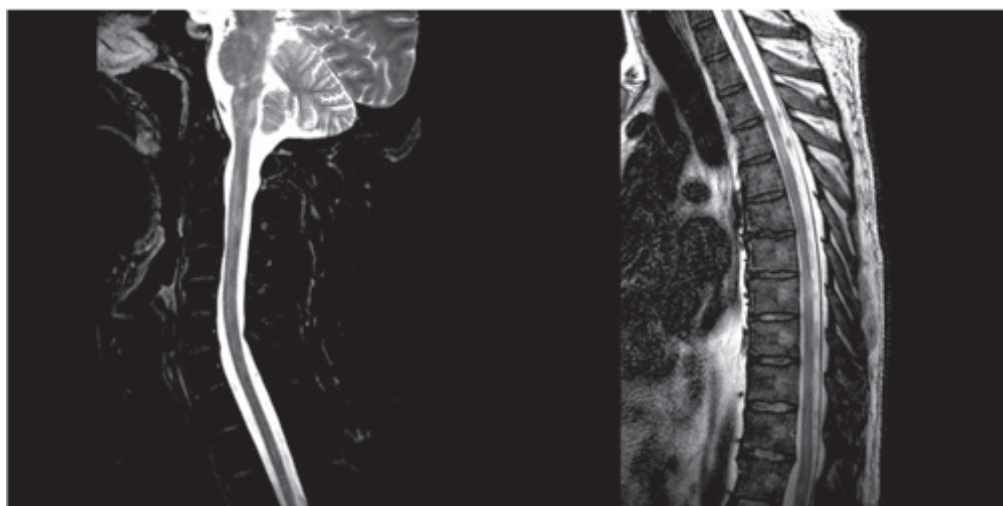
МРТ спинного мозга. Множественные, диффузные, без четких контуров очаги изменения МР-сигнала в шейном и грудном отделах спинного мозга
